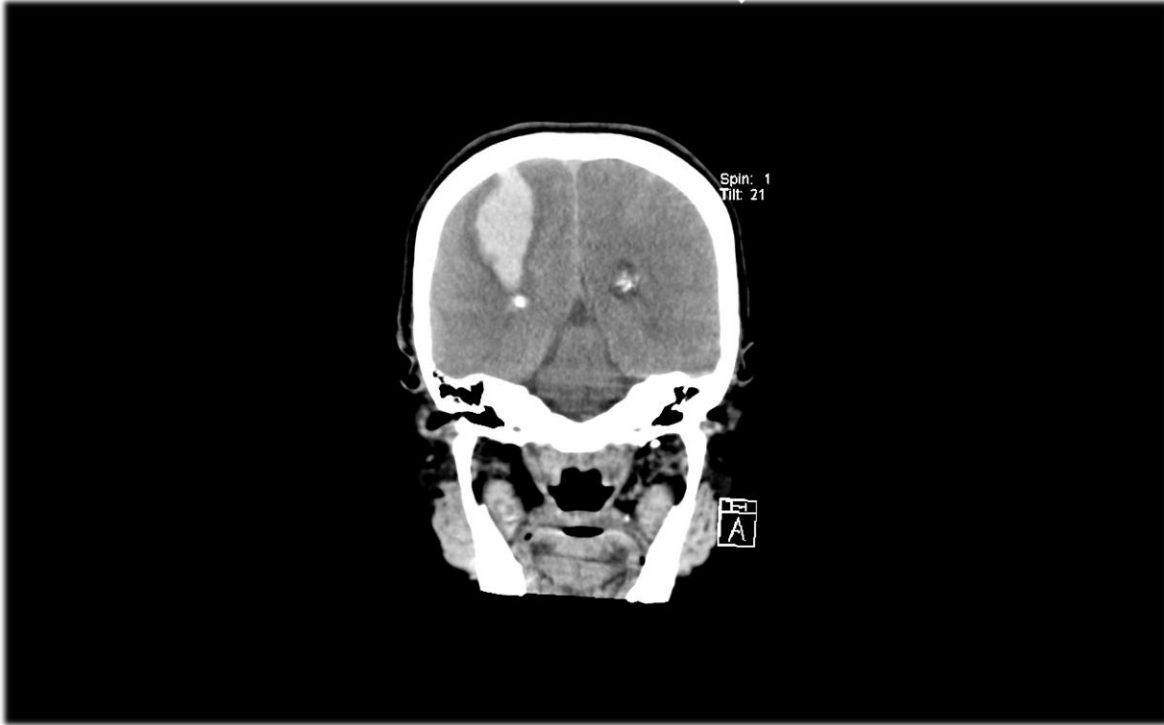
TAC simple. Corte coronal
